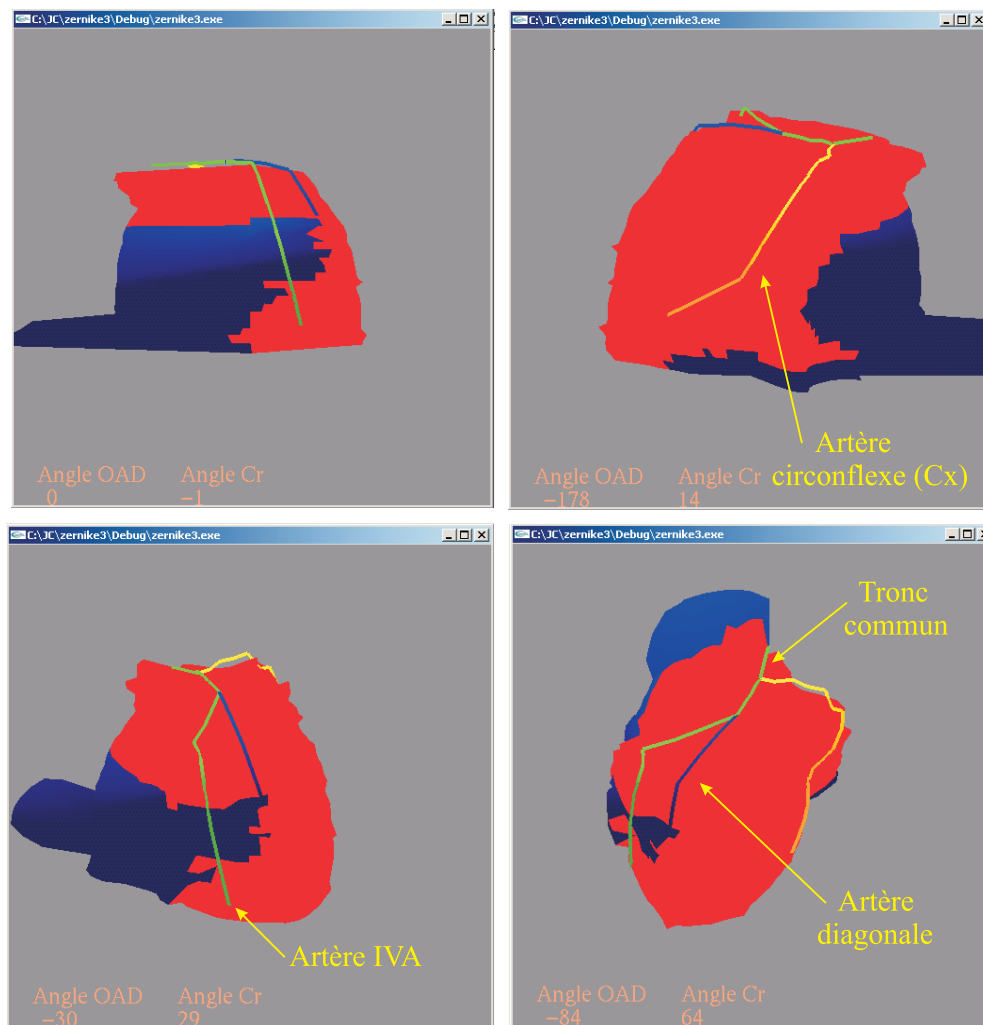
Artères reconstruites à la surface du volume CT-TEP sous différents angles de vues.
